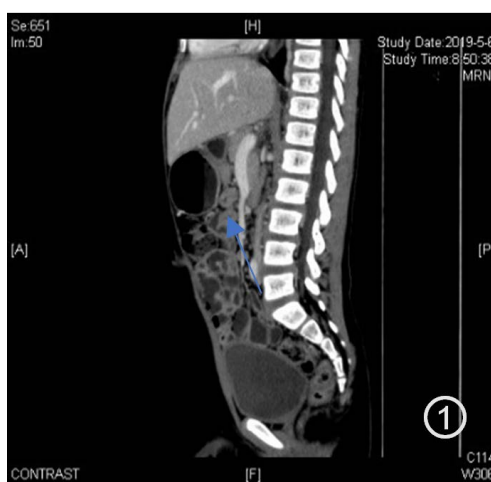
Heterotopic pancreas in CT
